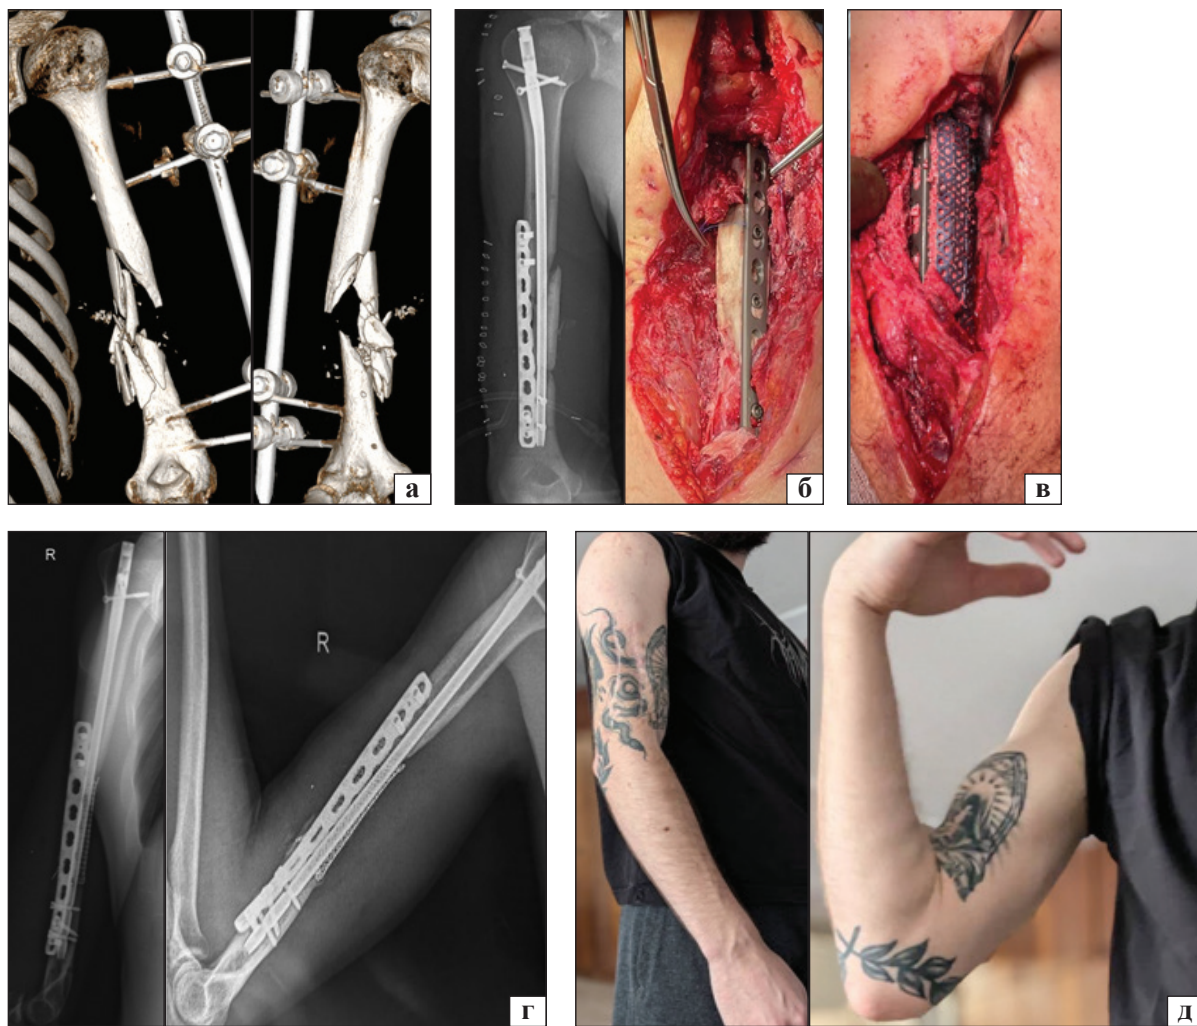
Приклад лікування пацієнта за методикою Masquelet з критичним дефектом діафіза плечової кістки на КТ (а), після конверсії зовнішнього металоостеосинтезу на занурений на 1-му етапі зі заміщенням дефекту РММА спейсером (б) і на 2-му — пластиною сумішшю аутоспонгії і КФКЛК із використанням титанової сітки на інтраопераційних фото (в) і рентген-контролі після операції (г) та фото результату лікування з обсягом рухів і відновленням функції та працездатності через 6 міс. (д)
